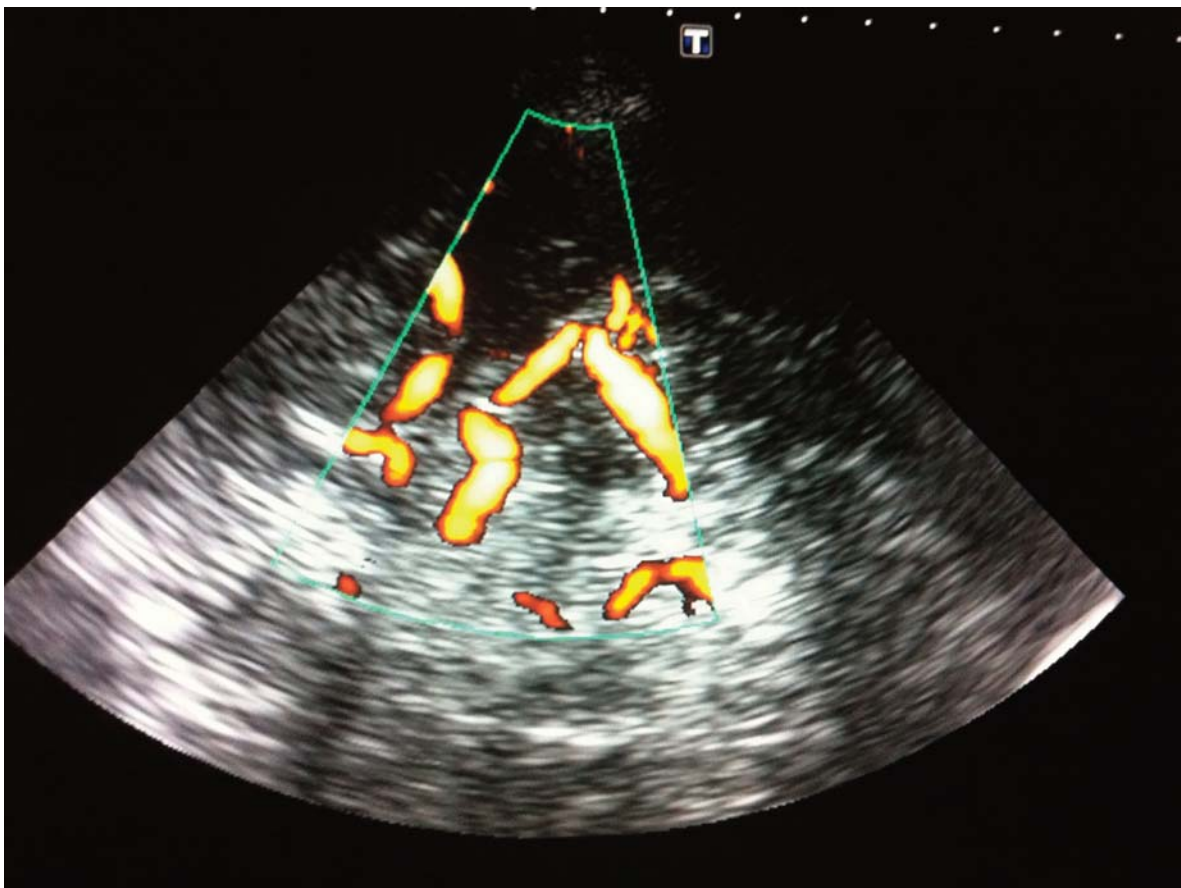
Flujo doppler de las principales arterias intracraneales en un paciente sano.
